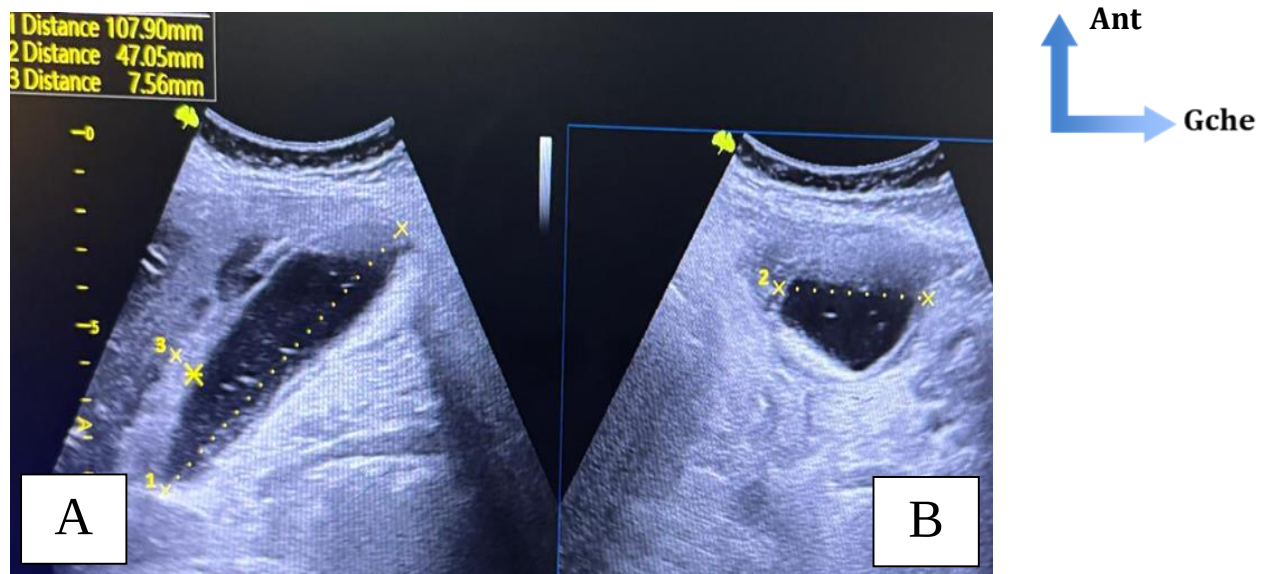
Images échographiques d'une cholécystite aiguë alithiasique en coupe sagittale (A) et transversale (B)
